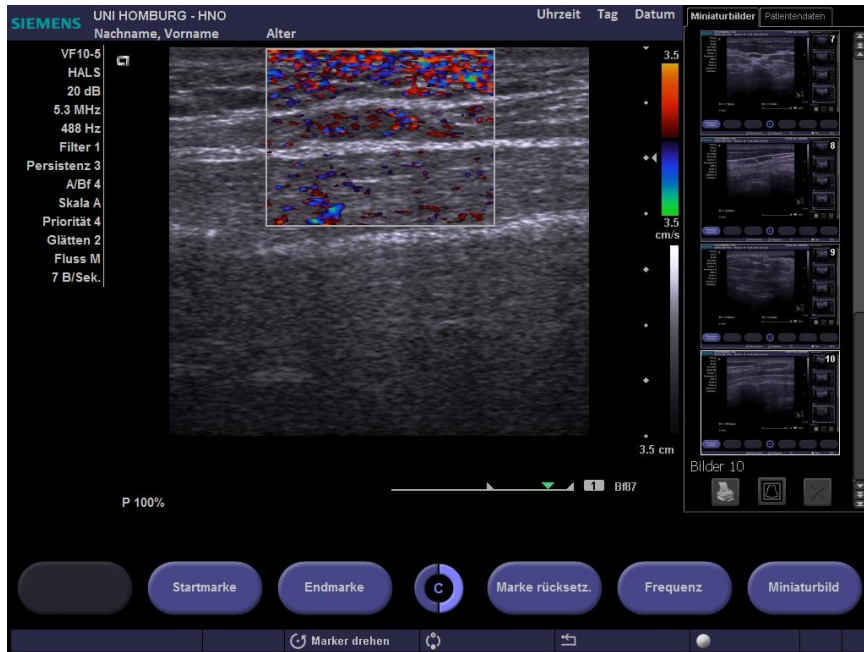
Duplexsonographie eines Lymphknotens mit Darstellung einer zu hoch eingestellten Verstärkung. Die Folge sind Rauschartefakte.
